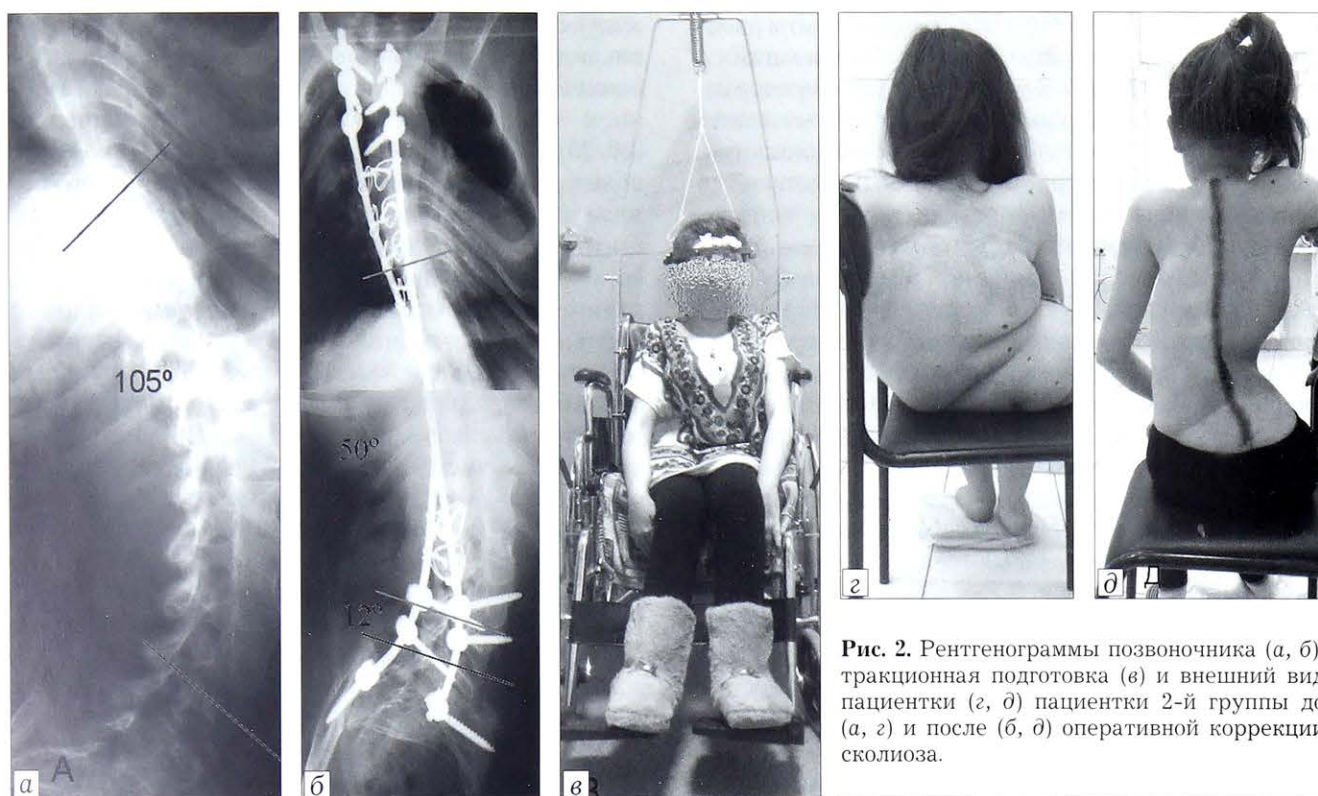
Рентгенограммы позвоночника (а, б), тракционная подготовка (в) и внешний вид пациентки (г, д) пациентки 2-й группы до (а, г) и после (б, д) оперативной коррекции сколиоза.
